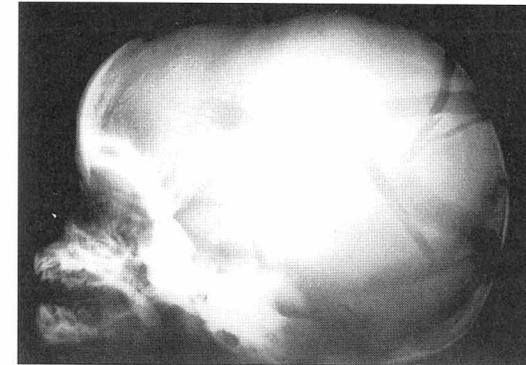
Seitliche Schädel-Röntgenaufnahme: Multiple Schädel-Dachfrakturen nach Kindesmißhandlung
